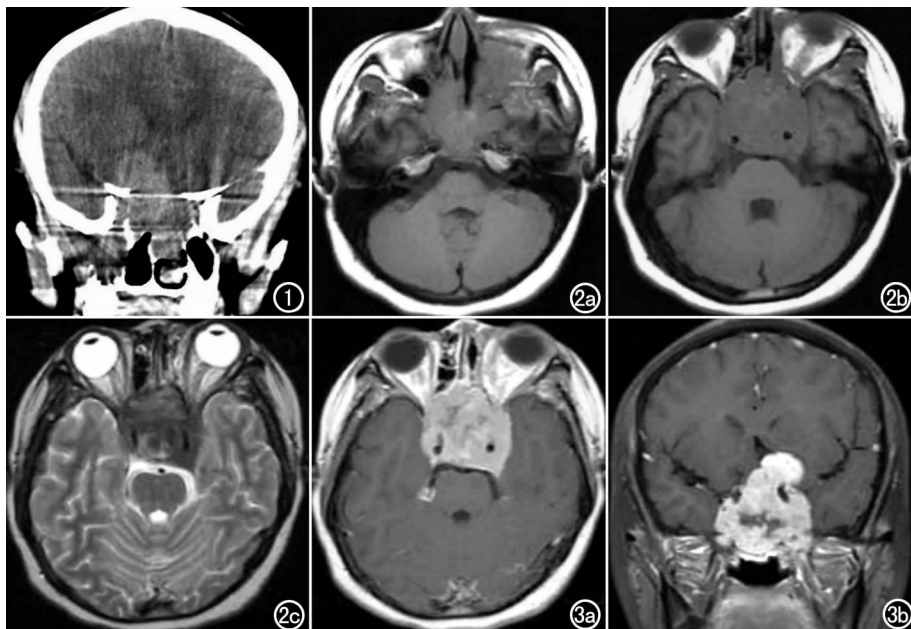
CT冠状面图像。图2 a)横轴面FSE T_1 WI; b)另一层面横轴面 T_1 WI; c)横轴面反转恢复FSE T_2 WI。图3 a)Gd-DTPA增强横轴面图像; b)Gd-DTPA增强冠状面图像。
